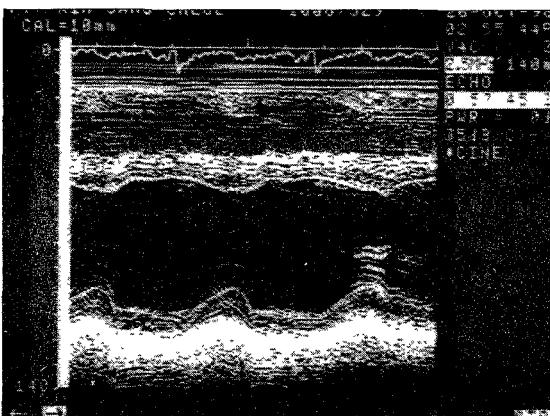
Transthoracic echocardiography shows normal LV systolic function.
